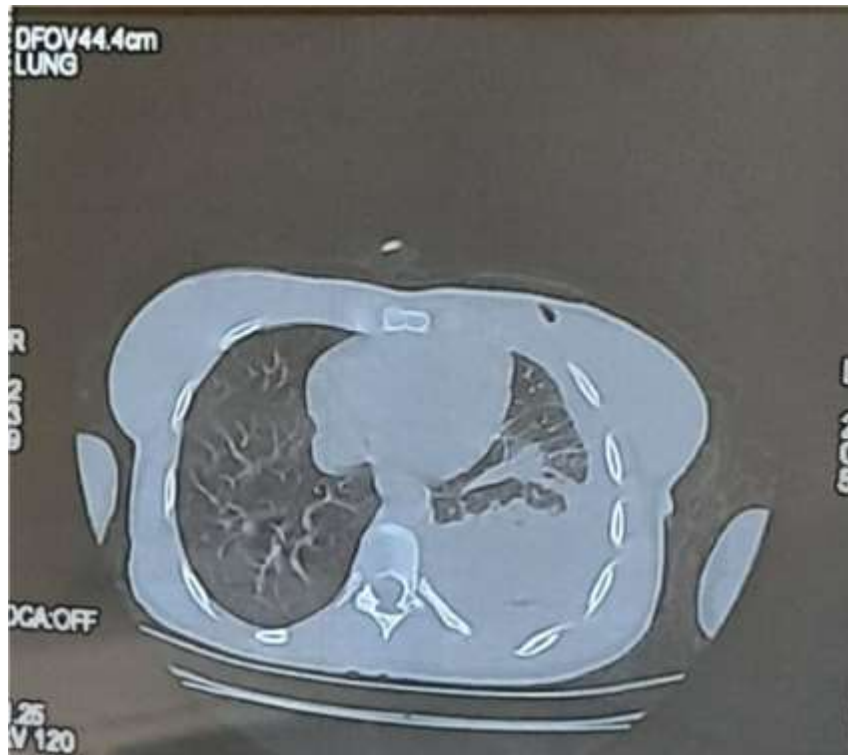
Une TDM thoraco-abdominale à l'admission : un hémothorax gauche de moyenne abondance avec une condensation pulmonaire en regard .
